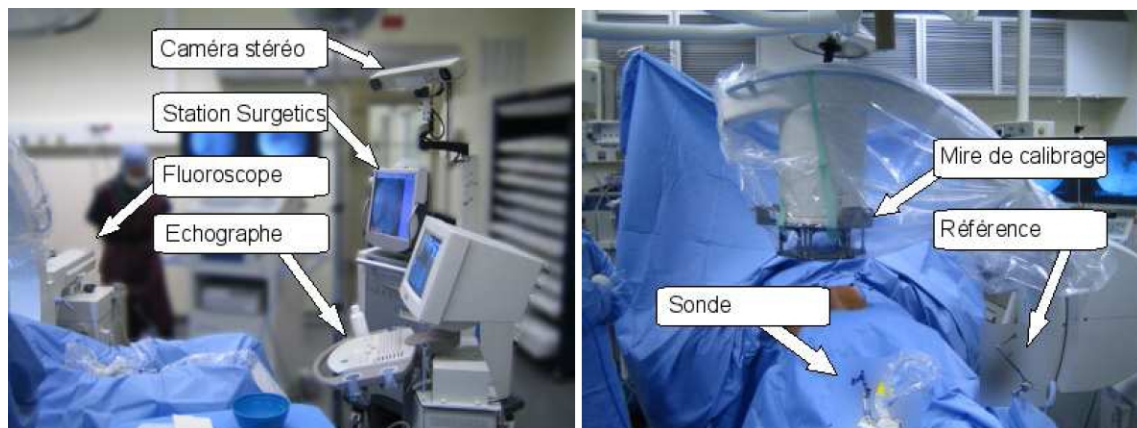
Scène opératoire. A gauche : Polaris (caméra stéréo), station de navigation, fluoroscope et appareil d'échographie. A droite : patient en décubitus ventral (les pieds sont en bas de l'image et la tête en haut), mire de calibration, corps rigide de référence fixé à la table et sonde.
